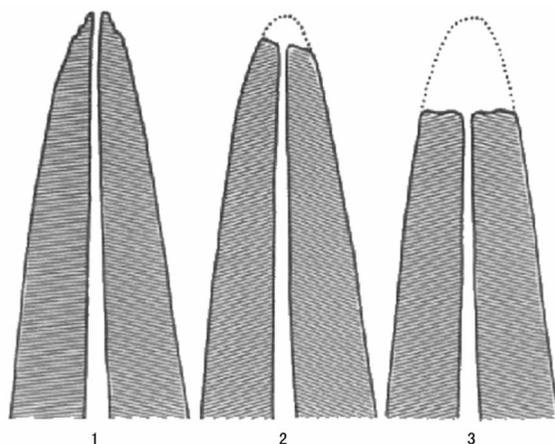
制作完成后拟进行 CBCT 和根尖片拍摄的模型
